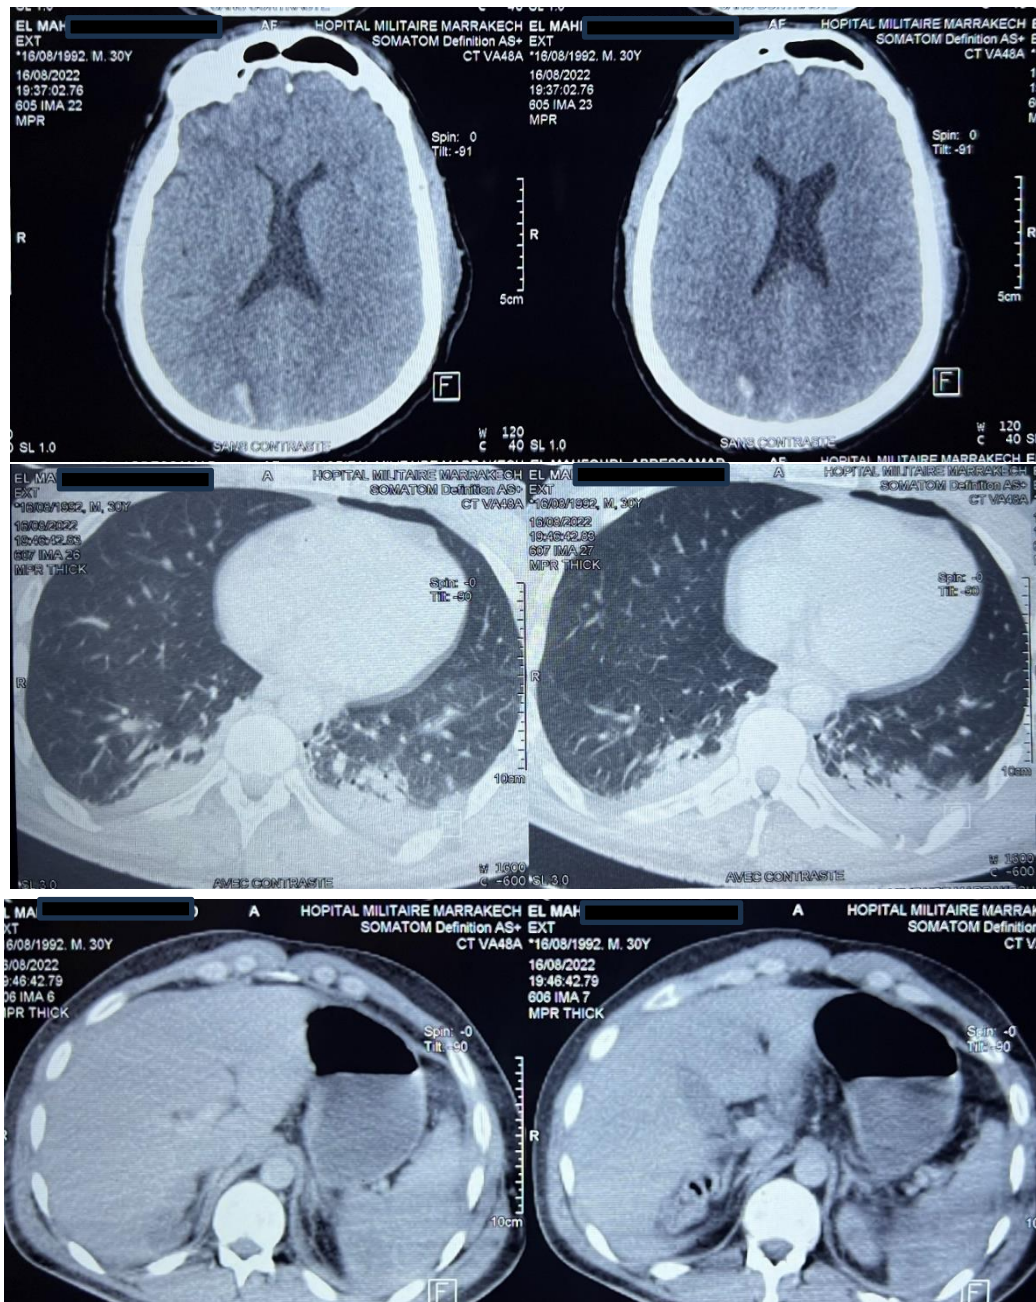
TDM corps entier (BODY SCAN) réalisé chez patient victime de TTF dans le cadre de polytraumatisme , objectivant des lésions au différents étages :
